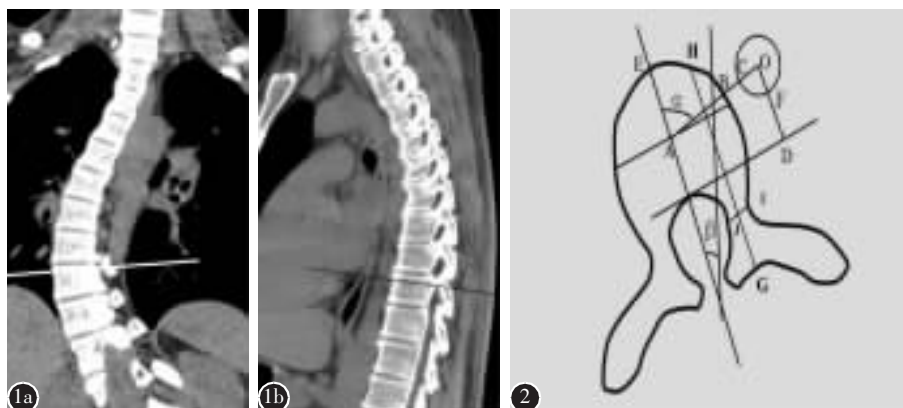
首先获得在冠状面上平行于上终板的重建图像(a), 然后进一步重建获得在矢状面上平行于上终板的图像(b), 每一椎体获取通过椎弓根中心的轴面重建 CT 图像进行测量 图 2 在 T5~L2 椎体的轴面重建 CT 图像测量主动脉-椎体距离(BC)、主动脉-椎体角(α)、主动脉-椎管距离(FD)和左侧椎弓根螺钉长度(GH)并在顶椎测量顶椎轴面旋转角(β)
